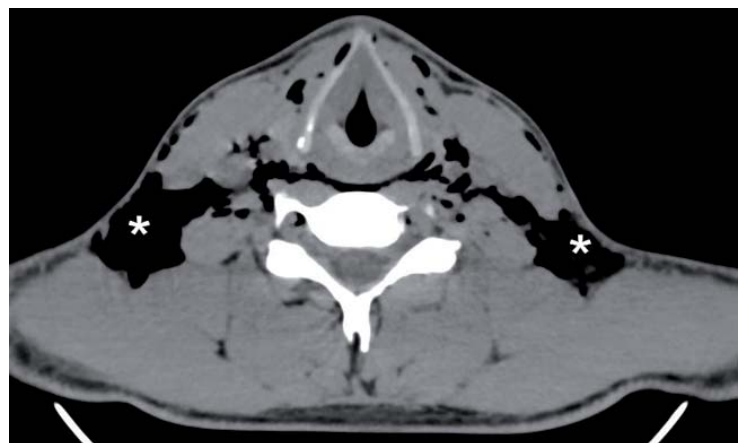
TC axial simple con ventana de partes blandas.
